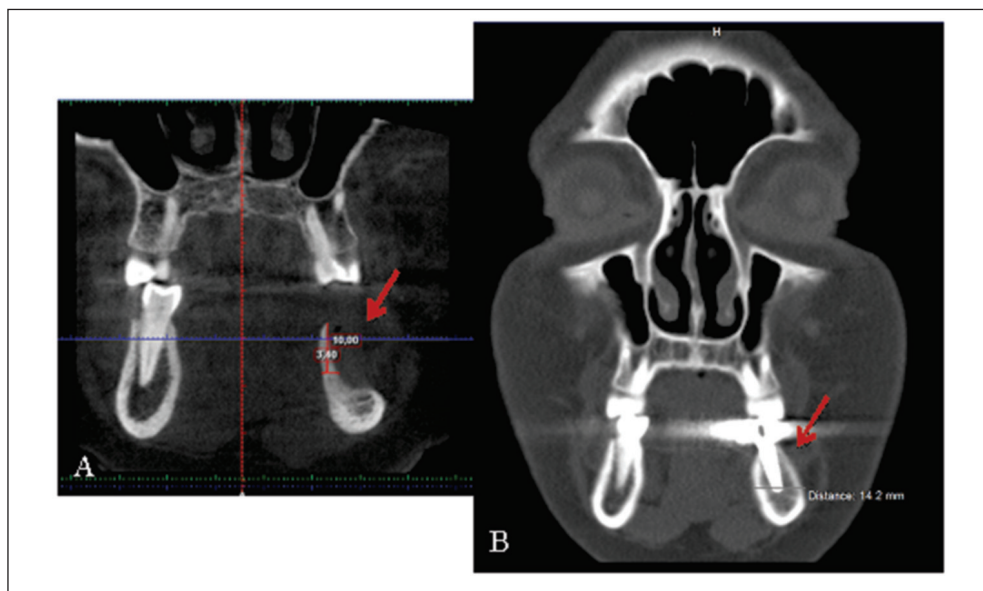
Secvență din CBCT: A) preoperator, înainte de intervenția de osteoplastie; B) postoperator, 5 luni după osteoplastie, postimplantar.
